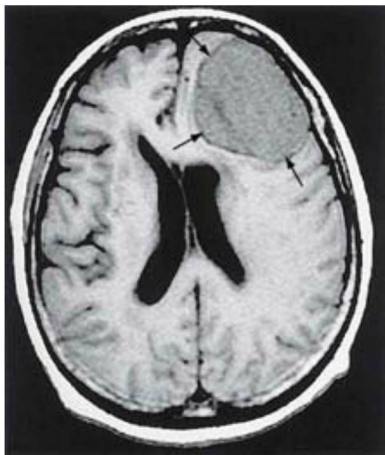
Imagen axial de resonancia magnética (potenciada en T1) de un meningioma en el lóbulo frontal de una mujer de 62 años. Obsérvese la interfase nítida entre el tumor y el cerebro (*flechas*) y el desplazamiento de la línea media. El tumor es claramente externo al parénquima cerebral.
